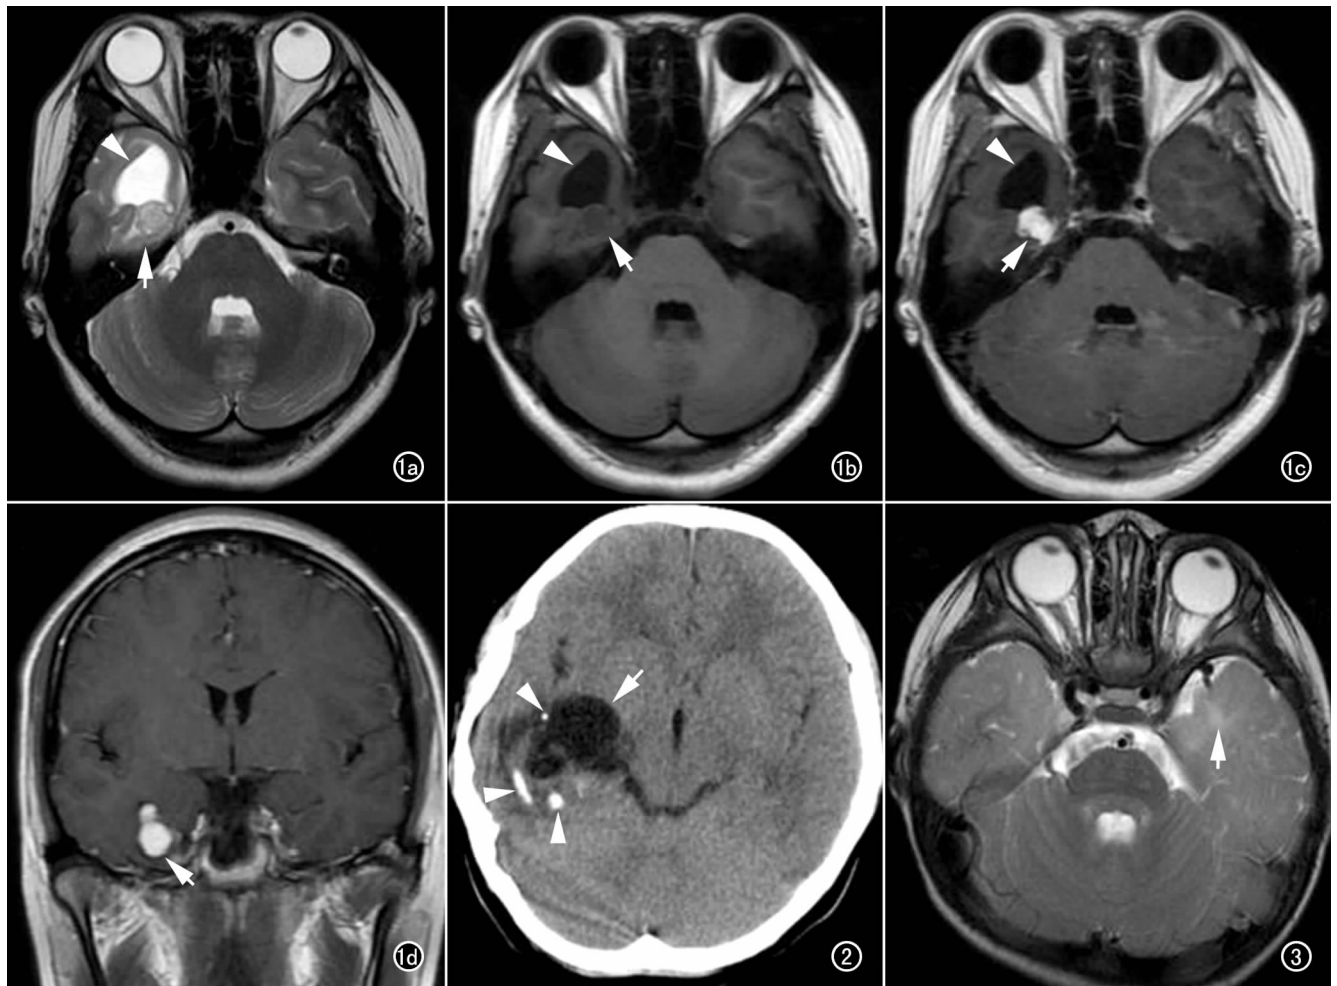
女, 21 岁, 右侧颞叶 GG。a) 横轴面 T_2 WI 示右侧颞叶囊实性病灶, 实性部分呈稍高信号(箭), 囊性部分呈高信号(箭头); b) 横轴面 T_1 WI 示实性部分呈等信号(箭), 囊性部分呈低信号(箭头); c) 横轴面 T_1 WI 增强扫描示肿瘤实性部分明显均匀强化(箭), 边界清楚, 囊性部分未见强化(箭头); d) 冠状面 T_1 WI 增强扫描示肿瘤实性部分呈明显均匀强化(箭), 边界清楚, 囊性部分未见强化。图 2 男, 11 岁, 右侧颞叶 GG。CT 平扫见右侧颞叶囊实性占位(箭), 占位边缘可见条状、小圆形、不规则钙化灶(箭头)。图 3 男, 1 岁, GG 患者颞叶前部白质异常。横轴面 T_2 WI 示左侧颞叶前部脑白质异常, 局部呈片状高信号, 边界不清(箭), 灰白质分界模糊。
